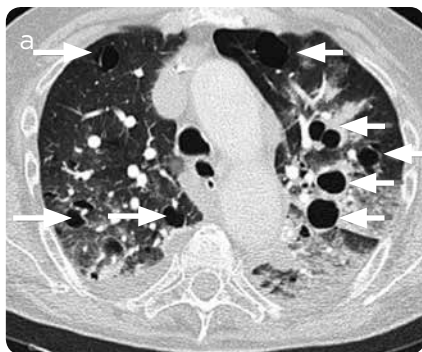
Tomografía de tórax, ventana de pulmón. a) Paciente femenina de 78 años con síndrome de Sjögren y sospecha de neumonía linfocítica. Se aprecian algunas áreas quísticas de paredes delgadas en lóbulos superiores (flechas) en relación con enfermedad quística pulmonar. Hay áreas de consolidación del parénquima pulmonar y zonas de "vidrio esmerilado" por sobreinfección. b) Paciente femenina de 45 años: áreas quísticas de paredes delgadas y algunas engrosadas en lóbulos superiores en relación con linfangioleiomiomatosis.
